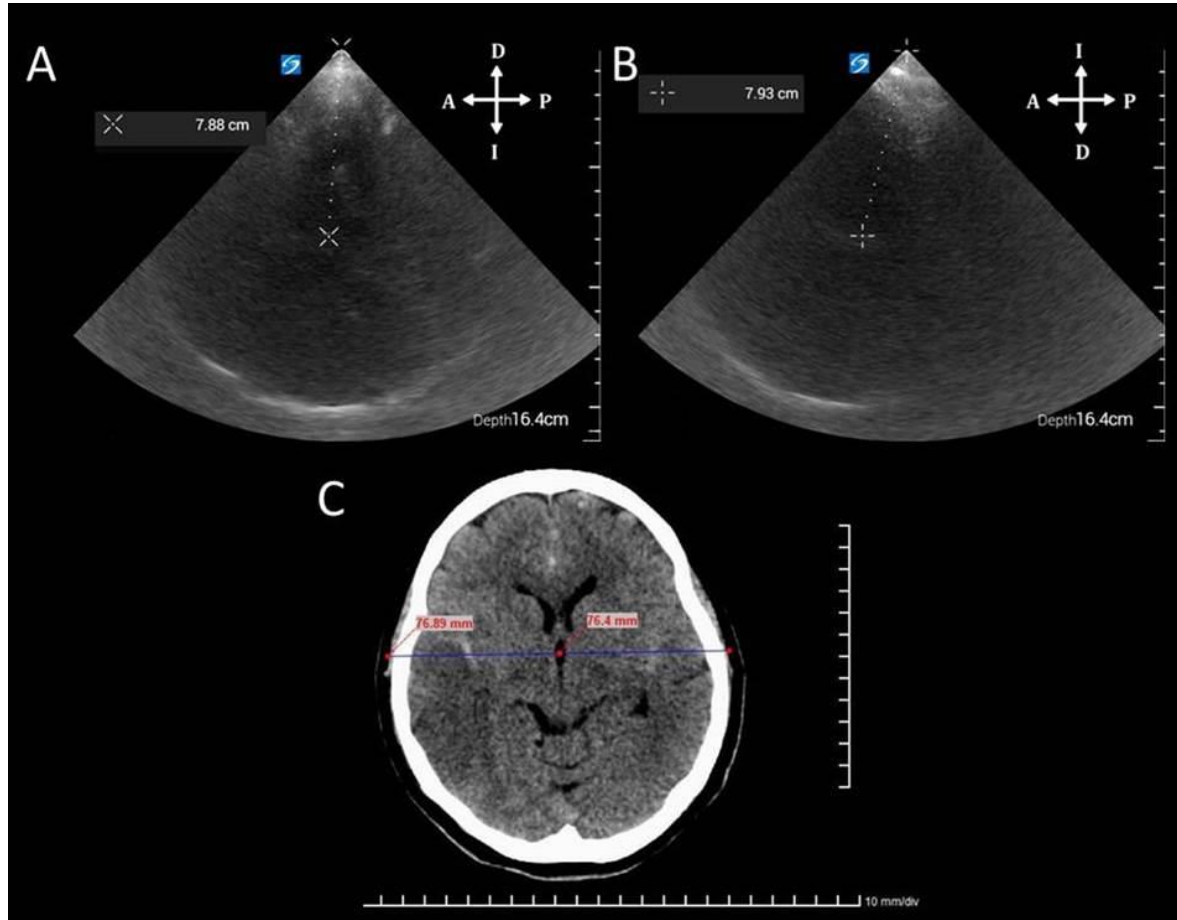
Ecografía dúplex transcraneal codificada en color. Ventana transtemporal, plano diencefálico. Visualización del tercer ventrículo (doble línea hiperecogénica); A. Medición "A" desde el centro del tercer ventrículo y perpendicular a su pared, hasta el lado externo del cráneo, de 78.8 mm (ventana transtemporal derecha); B. Una maniobra idéntica se repite en el lado contralateral (Medición "B": 79.3 mm). La desviación de la línea media se determina con la fórmula matemática: $(A - B) / 2 = 0.25$ mm (no significativa); C. Medición de la desviación de la línea media del mismo paciente por tomografía axial computarizada donde se obtienen "A" (76.9 mm) y "B" (76.4 mm), mediante la misma fórmula antes descrita, $(A - B) / 2 = 0.25$ mm. Puede observarse en este caso una perfecta correlación entre ambos métodos.
